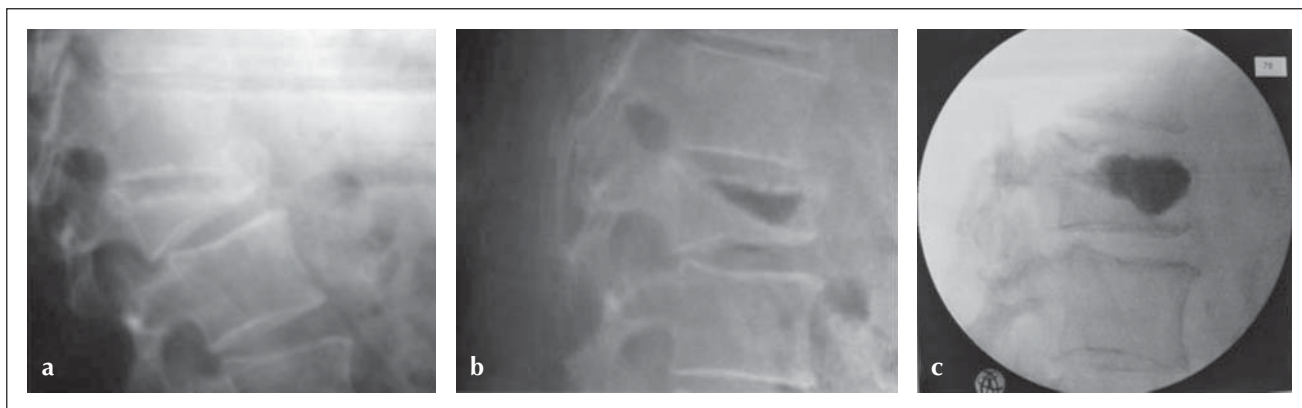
Männlich, 72 J., Fraktur L1 mit fraglichen Osteonekrosezeichen im Röntgen (a). Die funktionelle Röntgenuntersuchung dagegen zeigt deutliche Osteonekrosezeichen mit Gas im Wirbel sowie eine gute geschlossene Reposition 9 Wochen nach Trauma (b). Das postoperative Bild zeigt einen weiteren Höhengewinn durch Ballonkyphoplastie (c).
